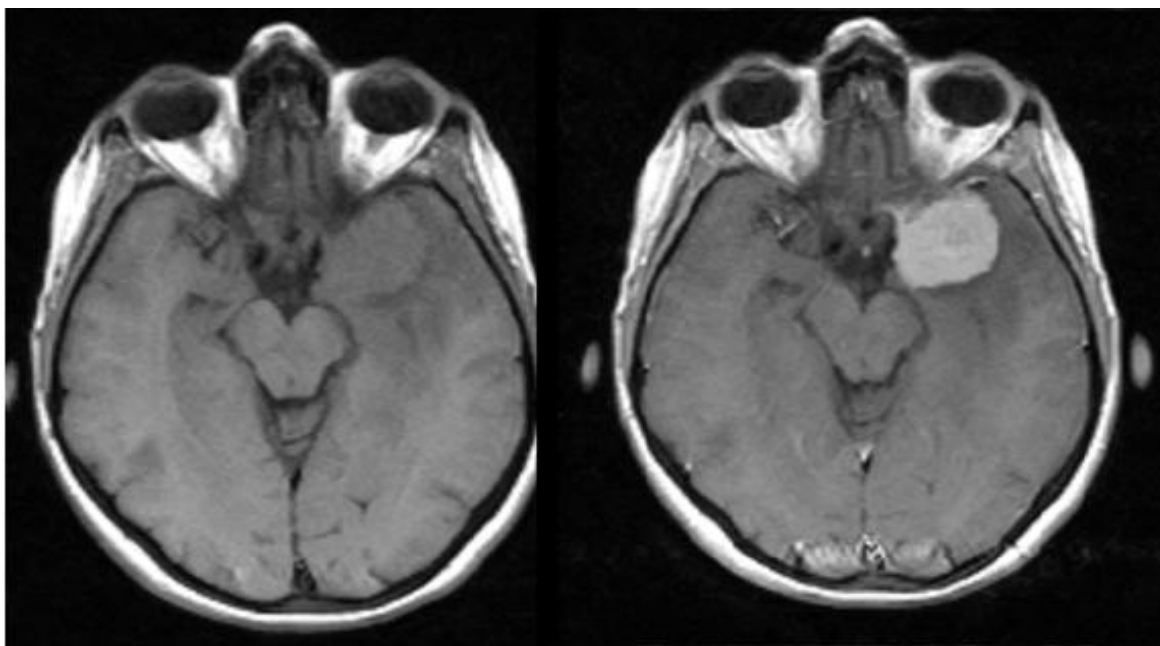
МРТ головного мозку: Менінгіома крила основної кістки зліва з компресією скроневої частки головного мозку (клінічний випадок пацієнта Л.)
